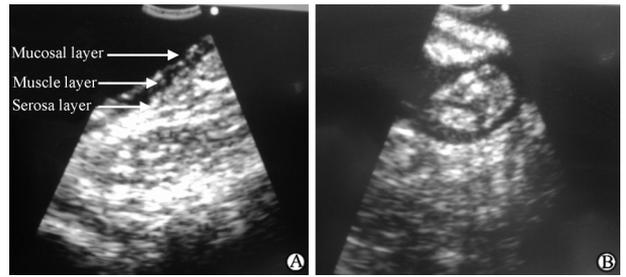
超声内镜下膀胱壁各层表现及女性患者附件影像图
